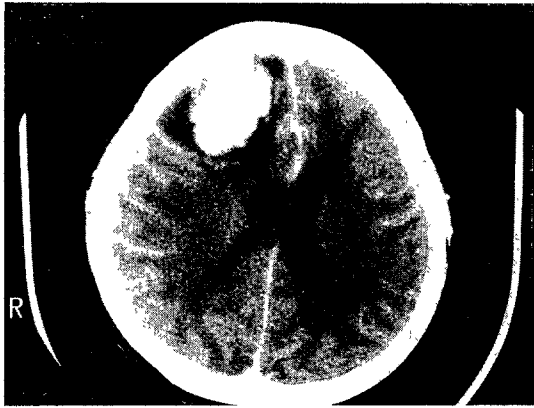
Computerized tomography in a patient with a large right frontal subcortical hematoma.
